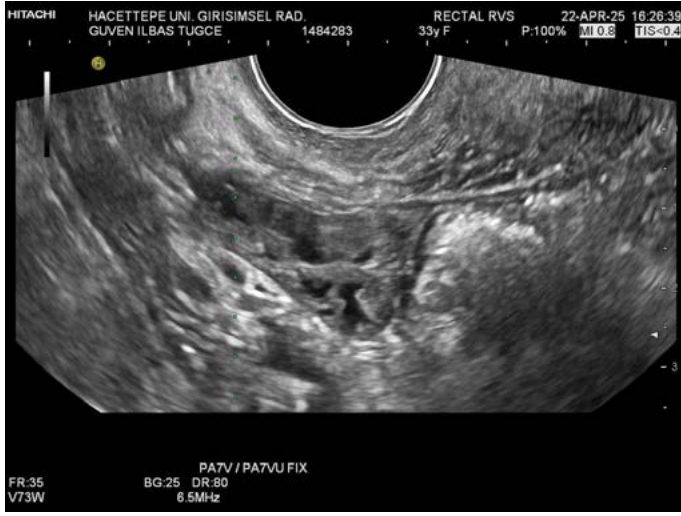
Skleroterapi öncesi ultrasonografi görüntüsü
